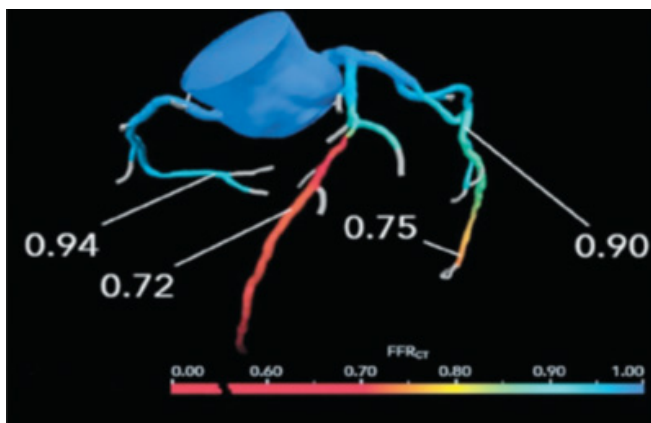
КТ-коронароангиография с применением технологии КТ-ФРК
